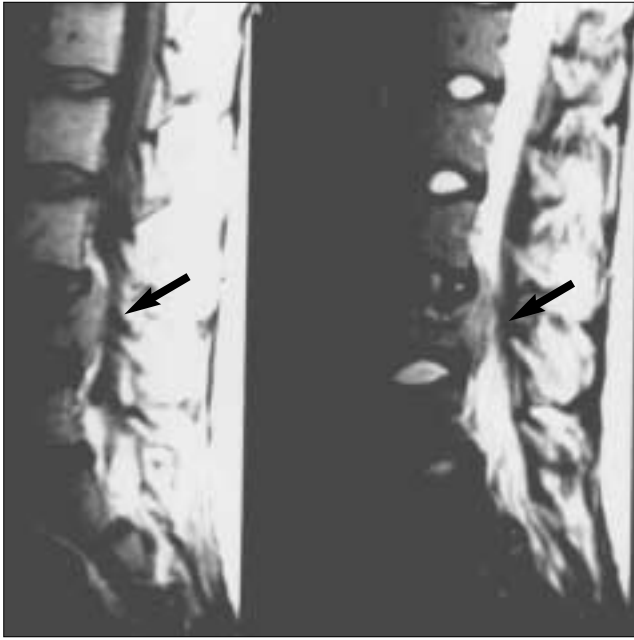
RMN plano sagital: ruptura vertebral y ocupación receso epidural anterior.
